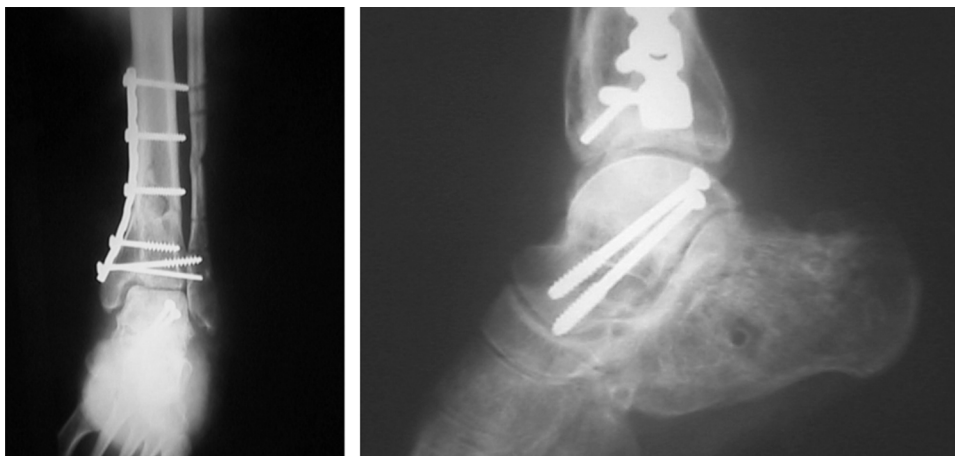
Radiografías posteriores al retiro de material de osteosíntesis de peroné y de calcáneo.
